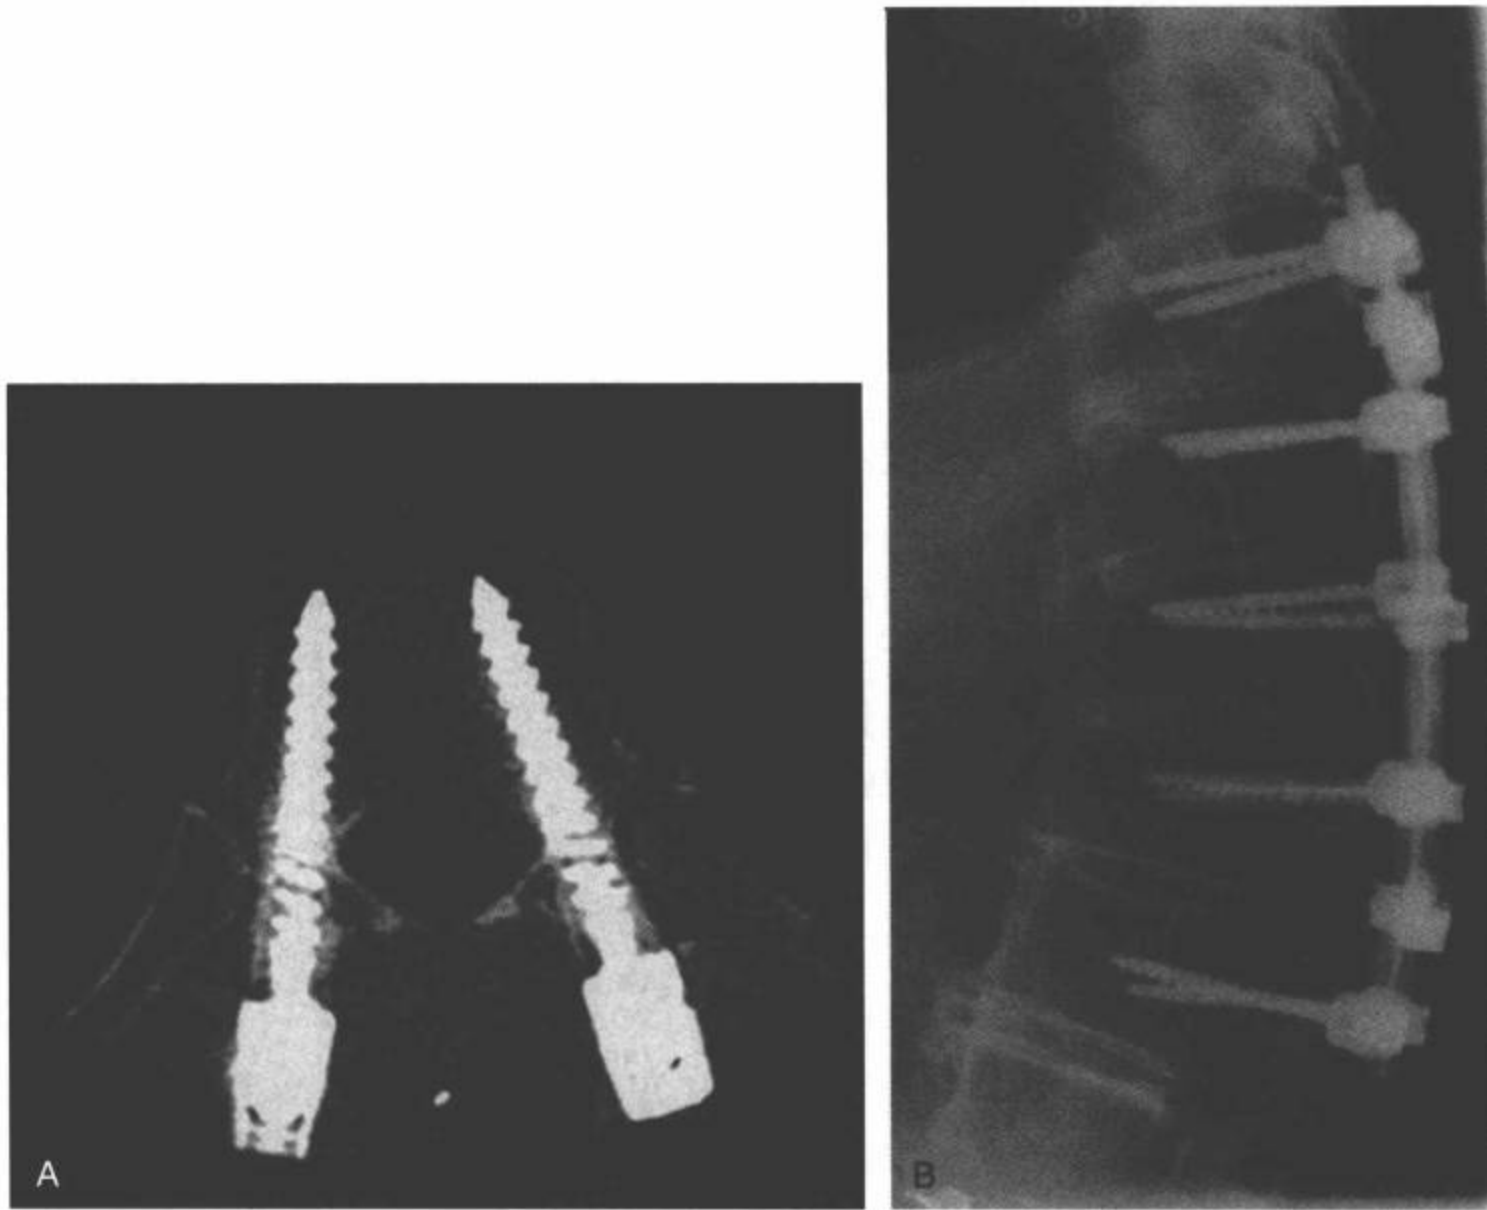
胸腰椎后路的器械治疗。椎弓根螺钉是胸腰椎最常用的器械，根据个体解剖和椎弓根的尺寸（T4~T6 椎弓根典型地最小），其通常放置于整个胸腰椎。A：横断面 CT 图像显示椎弓根螺钉通过椎弓根放入椎体。B：侧位片显示连接到椎弓根螺钉上的连接棒。
